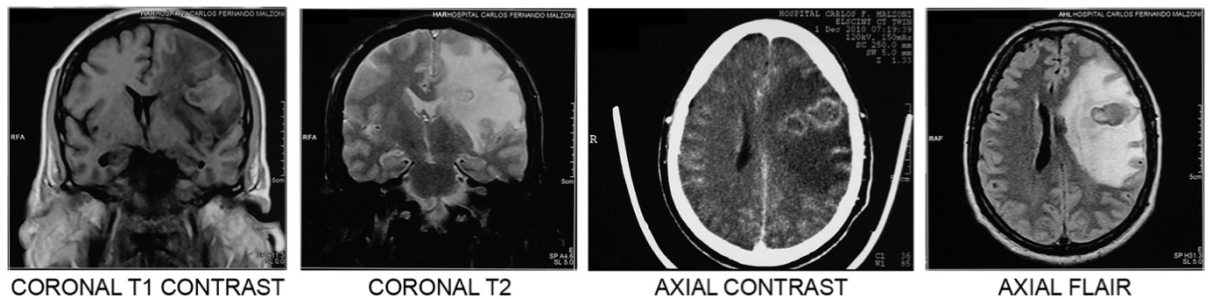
Imagem de ressonância magnética com quatro vistas. Lesões encefálicas intensas em um paciente com a forma crônica de paracoccidioidomicose são mostradas (HAHN et al., 2022).
